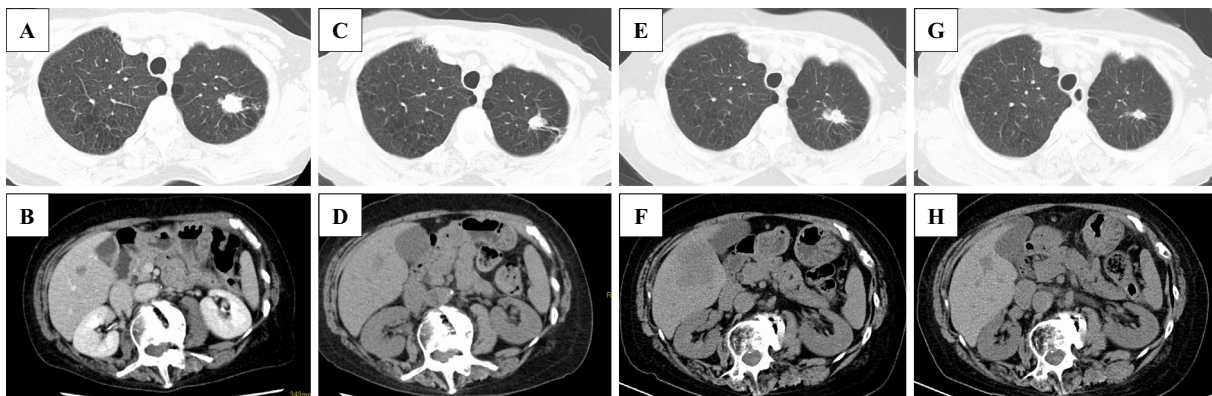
CT scan showing (A) a left upper lobe lung tumor and (B) a metastatic right lobe liver tumor. (C and D) After one DRd cycle. (E and F) Before pembrolizumab administration. (G and H) After two pembrolizumab cycles. Both tumors had nearly disappeared.
